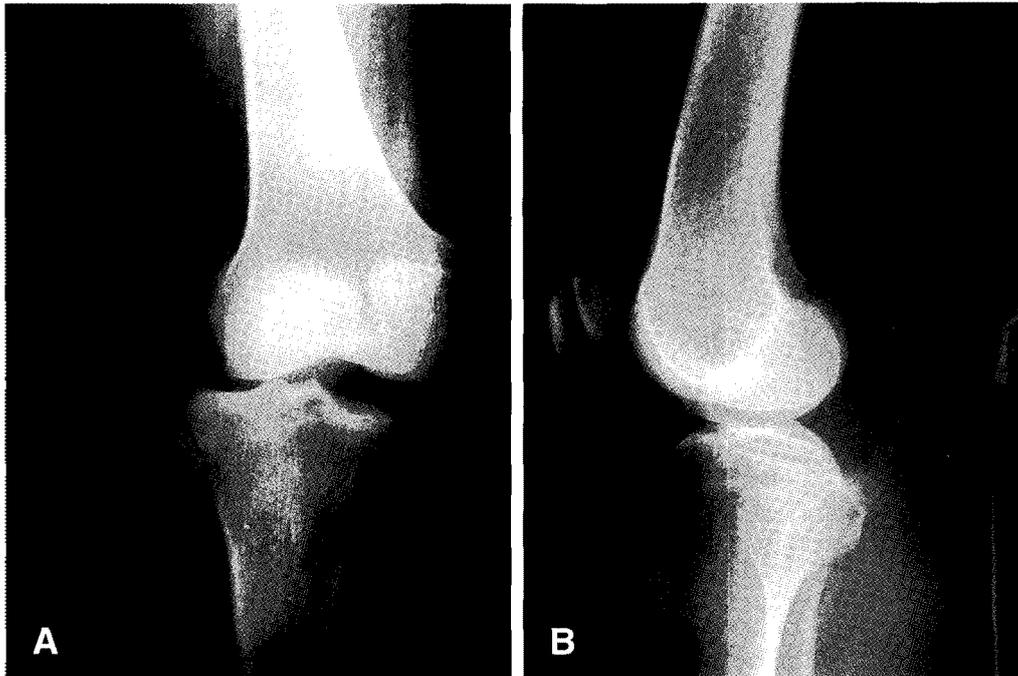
(A) Anteroposterior radiograph of knee with posterolateral subluxation and medial joint space widening. (B) The lateral radiograph revealed that lateral tibial plateau was posteriorly subluxated.
